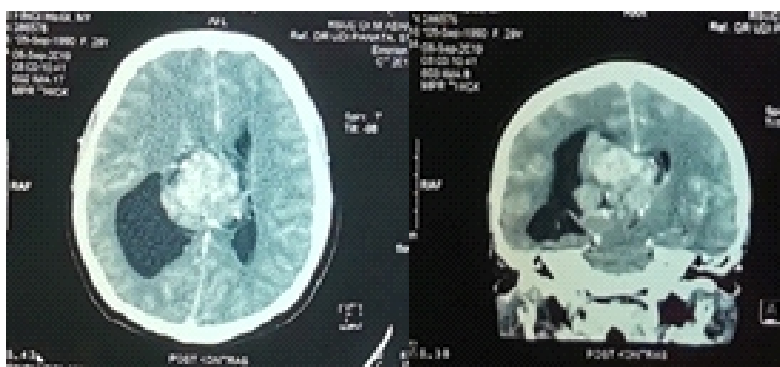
Pre-operative brain MRI showed inhomogenous mass located in the right lateral ventricle (size 5.63 cm x 5.36 cm x 5.16 cm) attached to septum pellucidum with minimal intratumoral hemorrhage caused obstructive hydrocephalus and midline shifting to the left side, suggested a central neurocytoma
